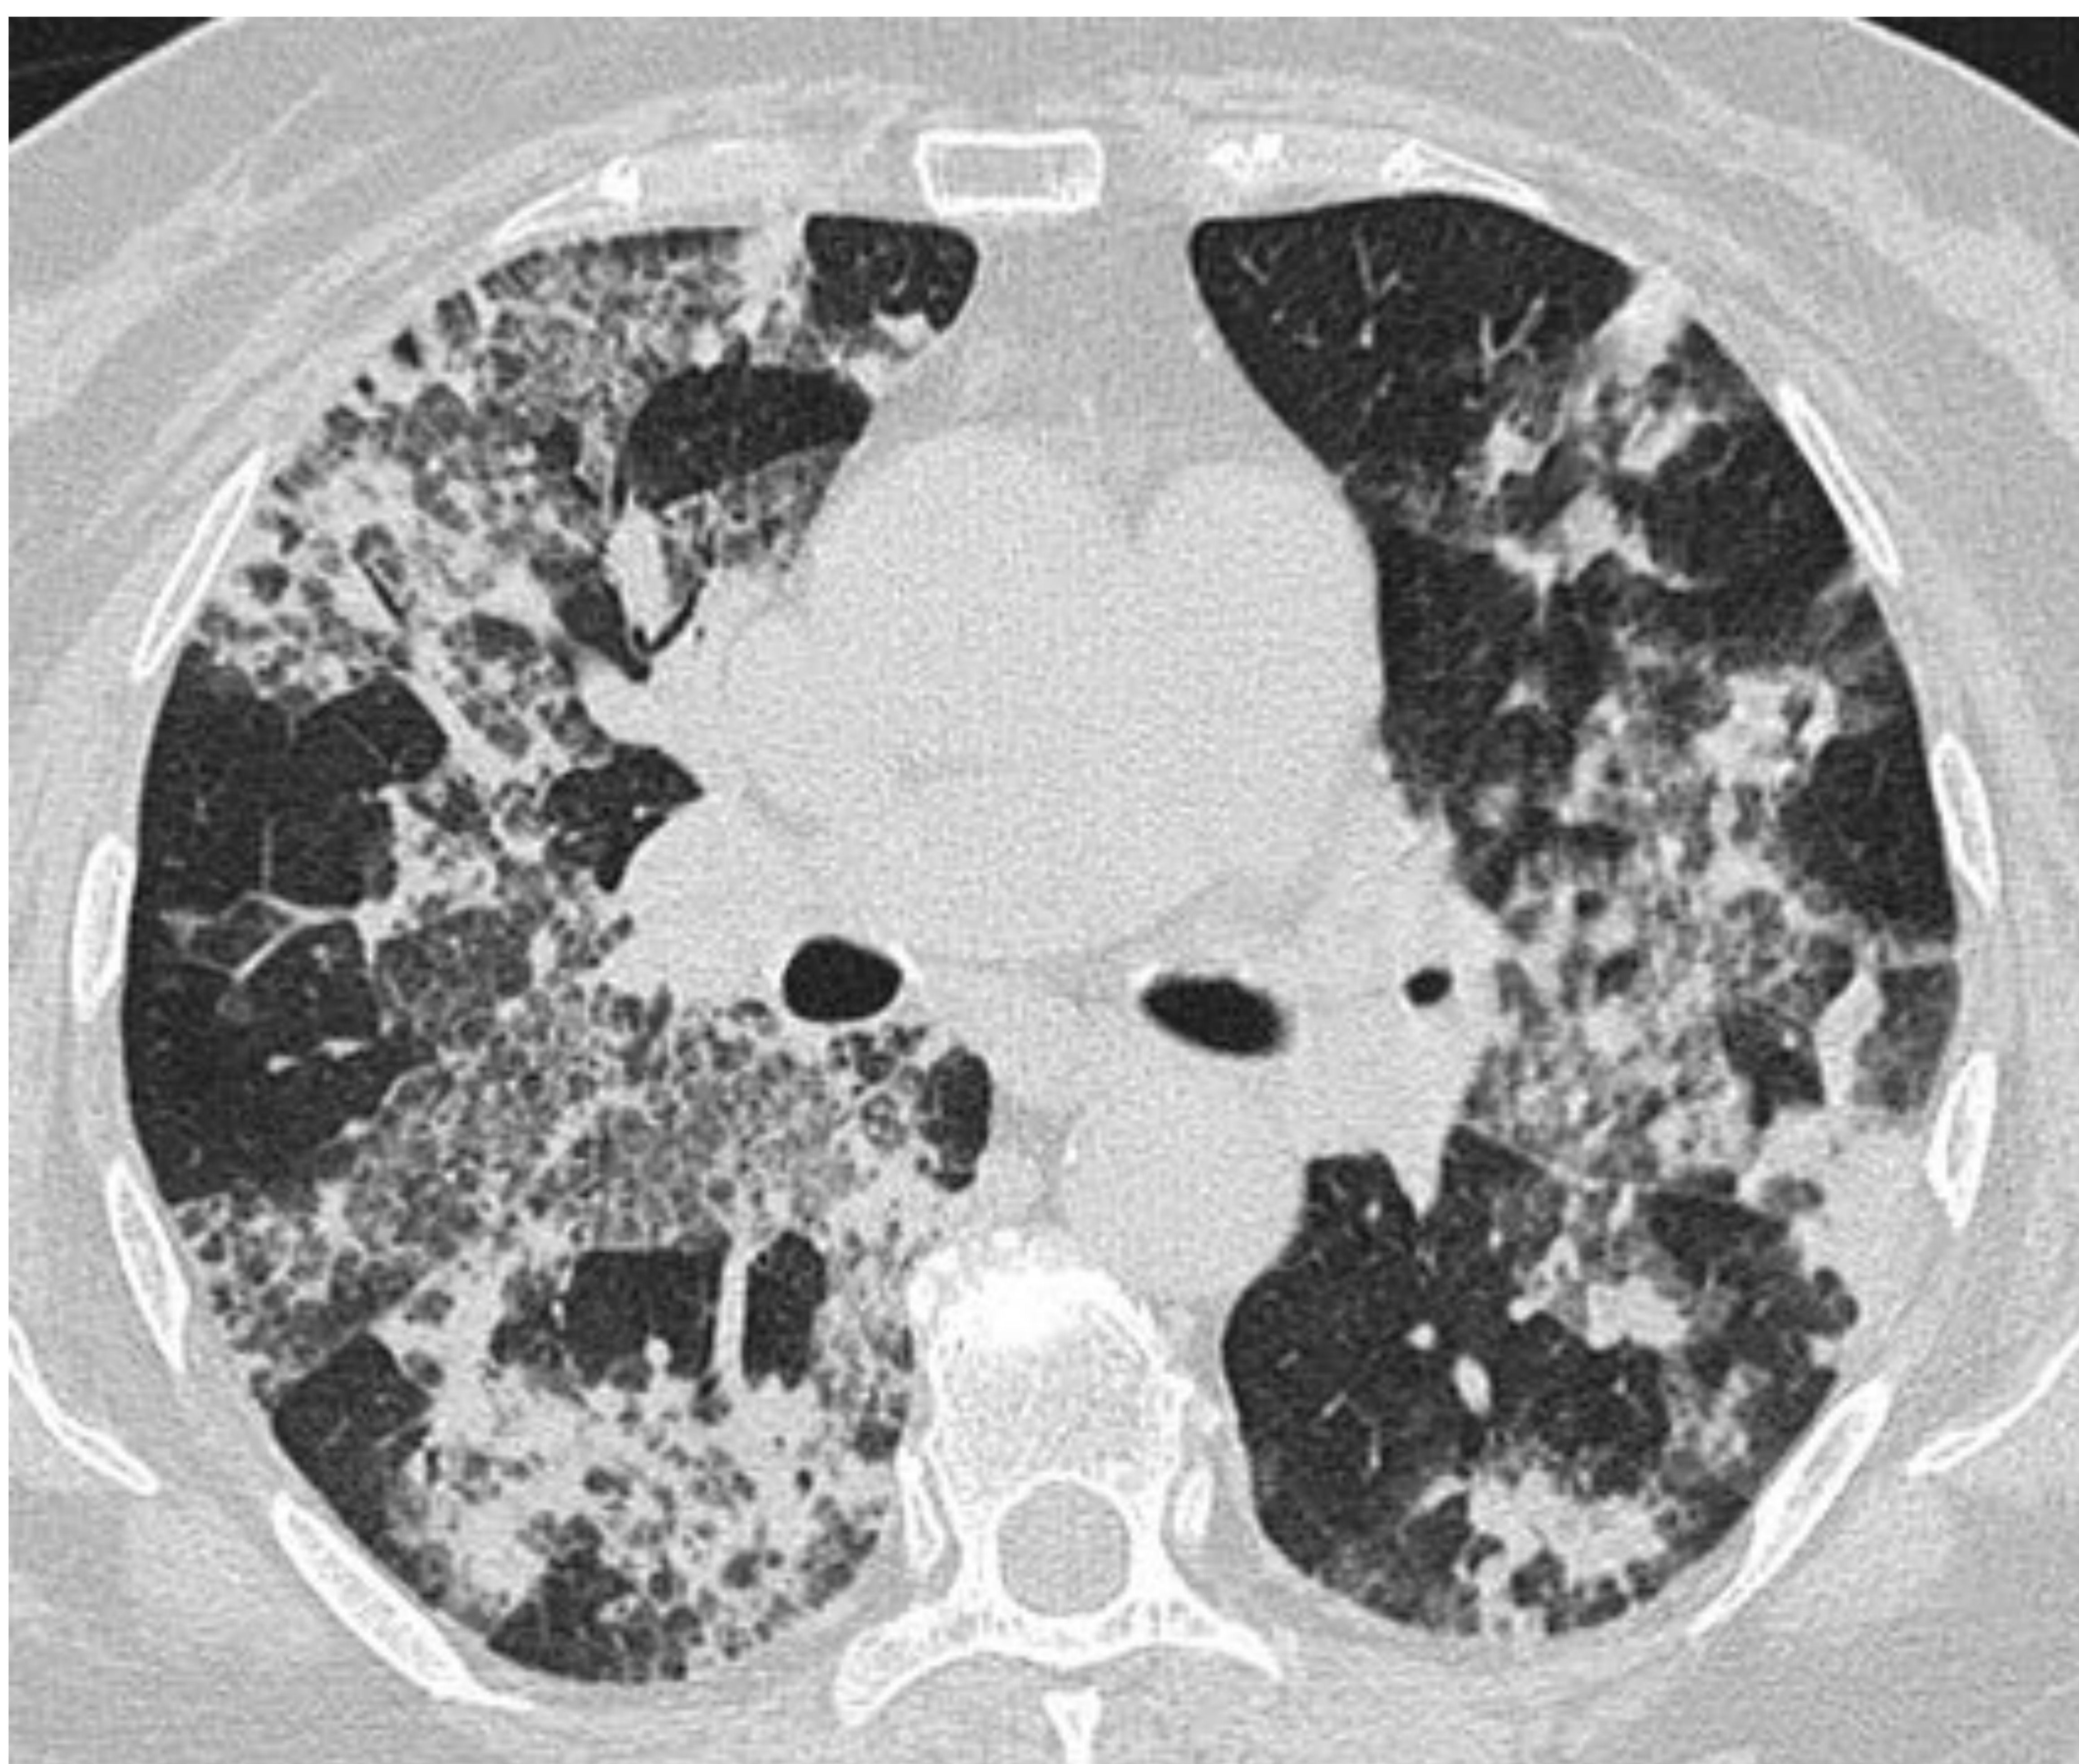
Imagen axial en ventana pulmonar de una TC torácica de alta resolución realizada en una paciente de 68 años recientemente diagnosticada de PAM. En ella se aprecian opacidades en vidrio deslustrado parcheadas y bilaterales con focos consolidativos asociados, todo ello en probable relación a hemorragia alveolar difusa.
